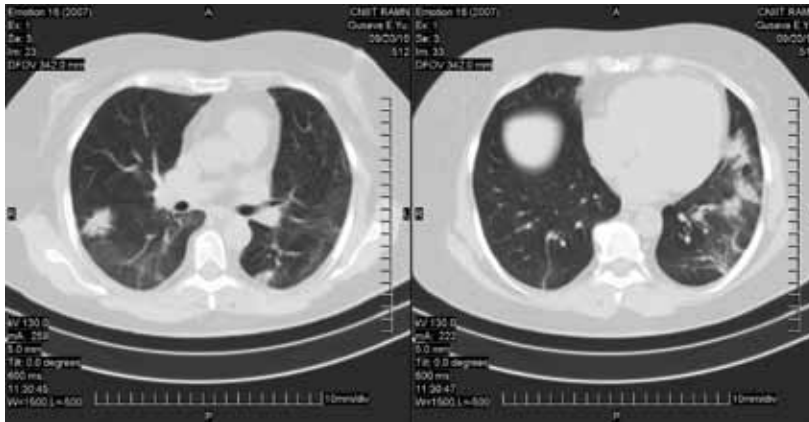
КТ органов грудной клетки при обращении в ФГБУ ЦНИИТ РАМН. Рецидив заболевания. Появление новых фокусов инфильтрации в новых зонах обеих легких. Увеличение лимфоузлов парааортальной группы
